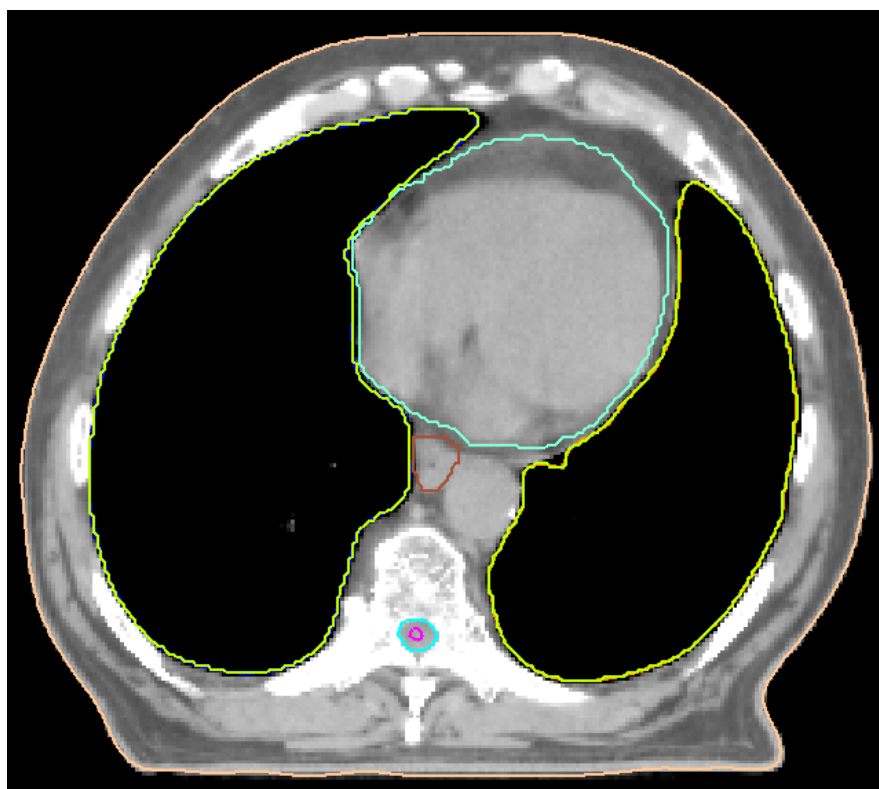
Ejemplo de delimitación de volúmenes de los Órganos de Riesgo según ICRU 62 en un corte del CT de simulación.
